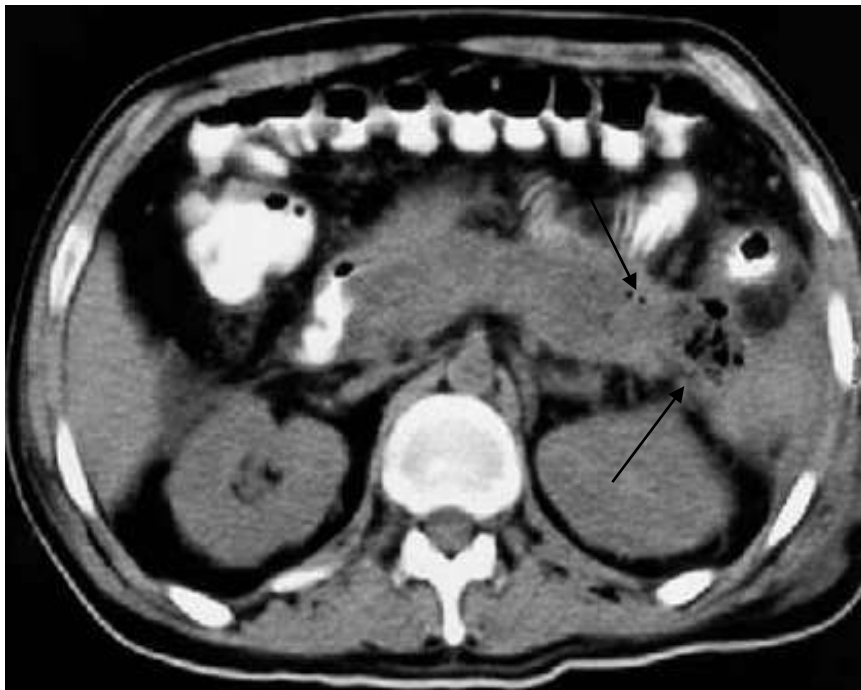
Комп'ютерна томографія. Хворий Р., 58 р.
